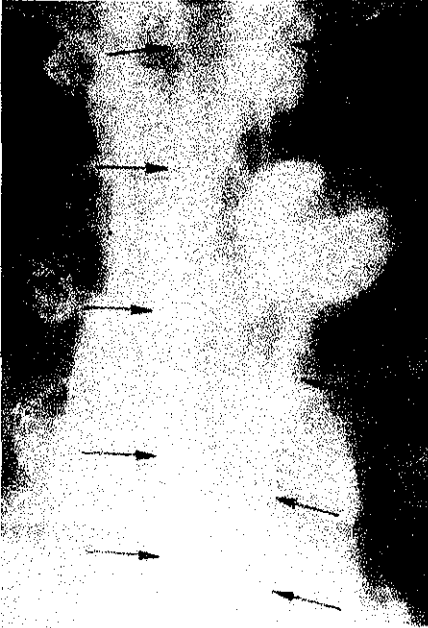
Izquierda, radiografía de tórax que muestra aire esofágico (flechas), ocupando gran parte del esófago por debajo del nivel del botón aórtico. Derecha, radiografía de tórax que demuestra aire esofágico(flechas), ocupando casi por completo la longitud esofágica, por arriba y por debajo del botón aórtico.
